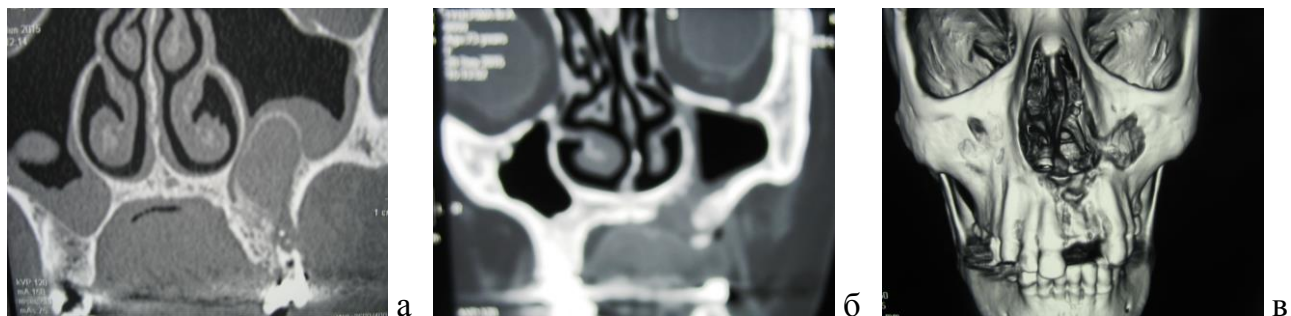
(а, б, в) – реформат МСКТ костей лица в коронарной проекции, Д-3 реформат пациентки К., 45 лет, а – до, б – через 24 месяца после проведения ороназальной цистэктомии, в – Д-3 реформат через 24 месяца
